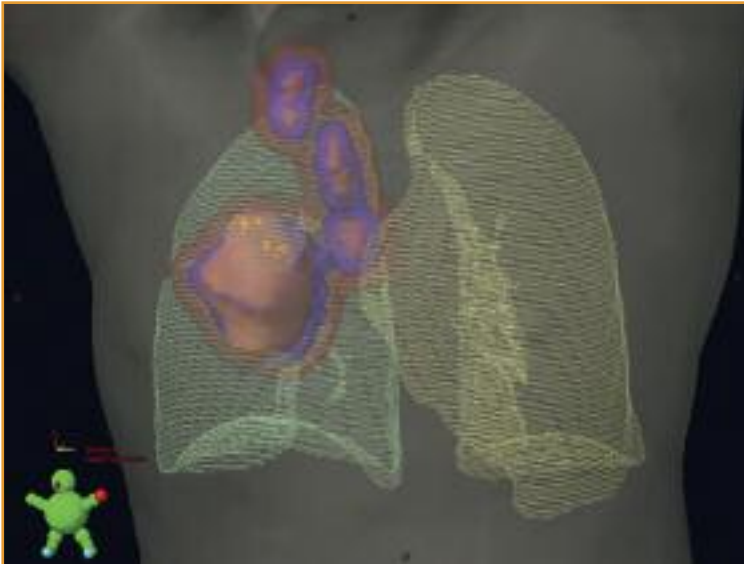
Planungsvolumina 3D: In Rosa sind der Primärtumor sowie die im PET-CT auffälligen Lymphknoten zu sehen (GTV). Die hellen orangefarbenen Stellen markieren bewegungsbedingte Erweiterungen des Zielvolumens (ITV). Das blaue Volumen deckt die vermutete mikroskopische Ausdehnung ab (CTV). Das finale Volumen (PTV) ist hier rot abgebildet.
